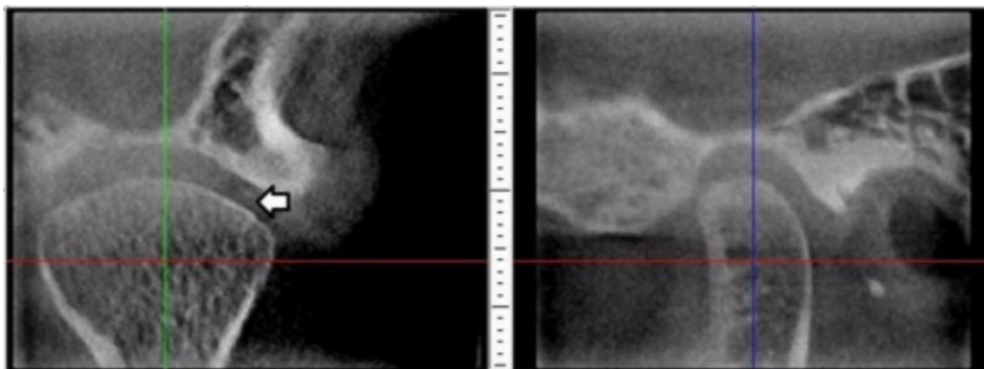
Corte sagital e coronal obtido através de CBCT de uma participante do sexo feminino de 19 anos de idade, indicando a formação parcial de osso cortical em torno do côndilo mandibular. Radiograficamente observamos uma linha opaca no pólo lateral do côndilo (indicado pela seta na imagem à esquerda). Retirado de Lei et al. (2013) e reproduzido com autorização dos autores.
